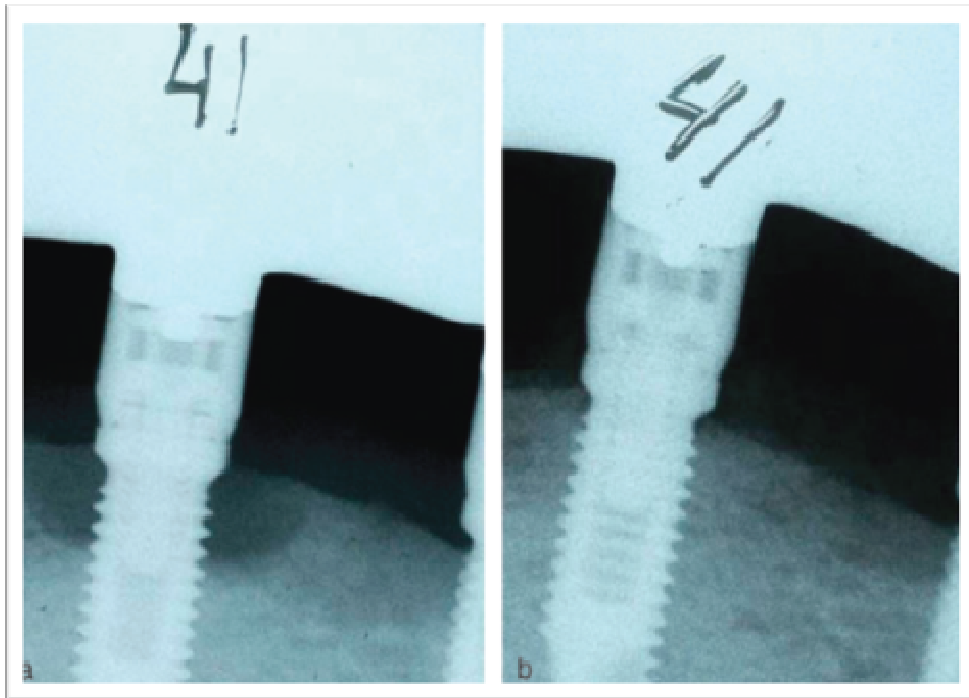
a - Radiografia demonstrando perda óssea peri-implantar antes do tratamento e em b - demonstrando preenchimento do defeito um ano após o tratamento.
